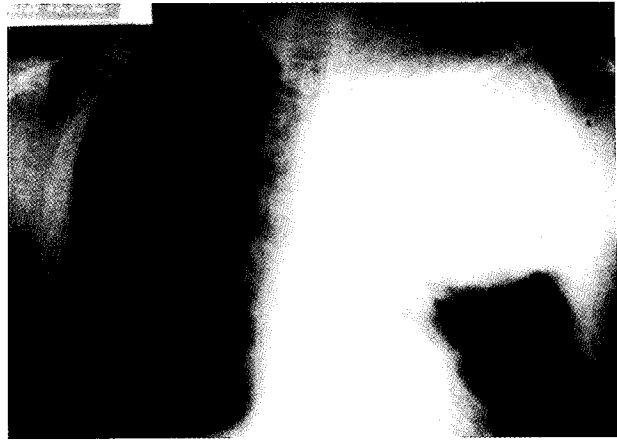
Preoperative chest X-ray shows total haziness of the left upper lobe with bulging fissure, mediastinal right shift and right upper lobe patchy infiltration. (case2)
